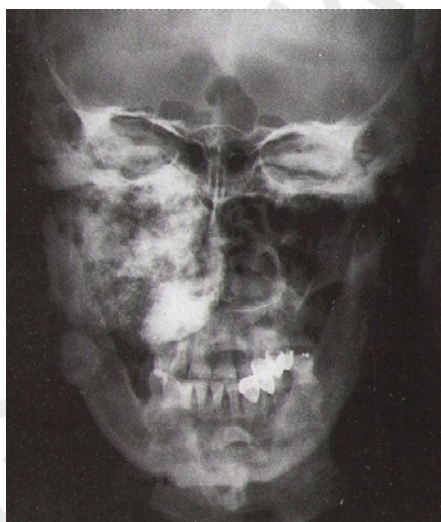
Фиброзная дисплазия, полиоссальная форма. Рентгенограмма
